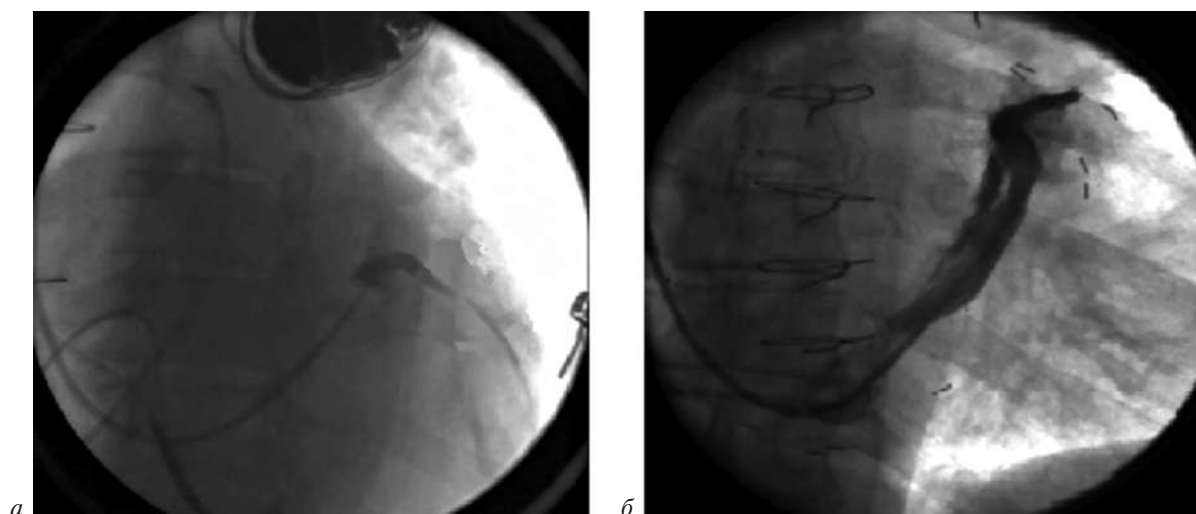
Интраоперационные рентгенограммы:
